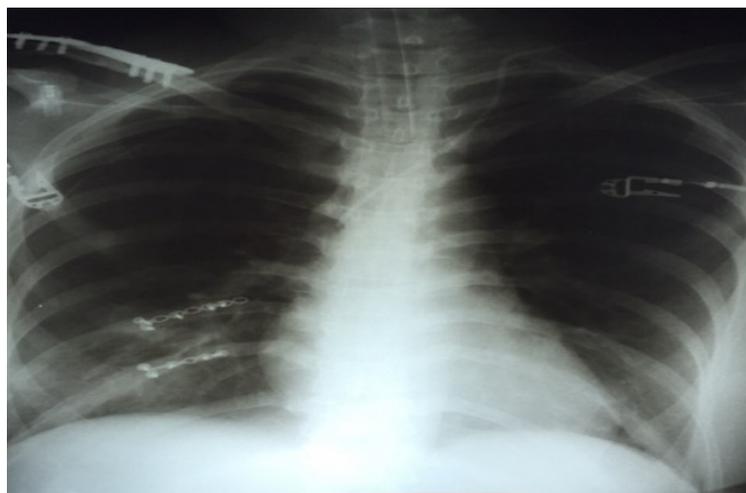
Рентгенограмма в прямой проекции
